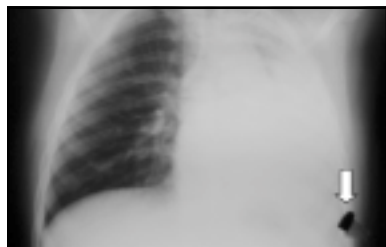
Caso clínico 3. CE bronquial izquierdo, lápiz labial de juguete. Radiografía de tórax ántero posterior.
